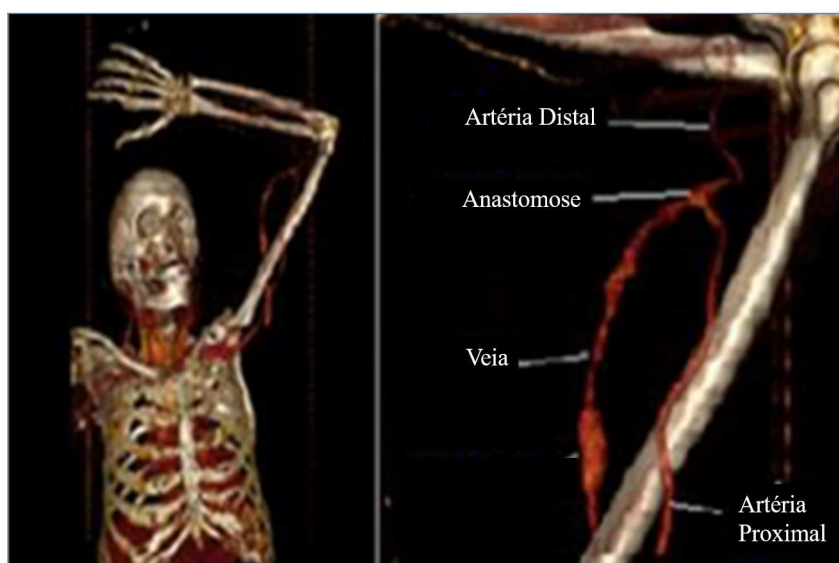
Imagens obtidas por tomografia computadorizada de paciente com IRC.
